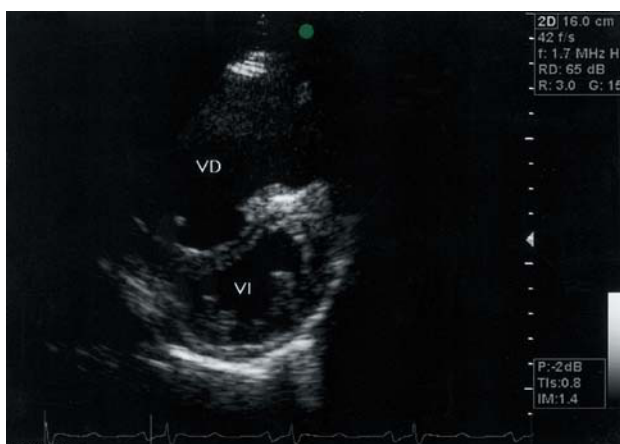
Ecocardiograma transtorácico de un paciente con hipertensión pulmonar. Plano de eje corto paraesternal en el que se visualiza una dilatación del ventrículo derecho.
